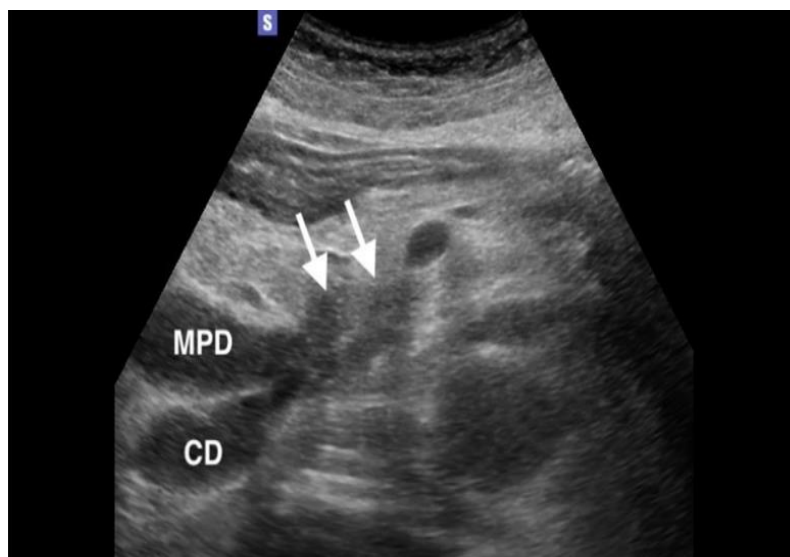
УЗИ ПЖ. Аденокарцинома поджелудочной железы
